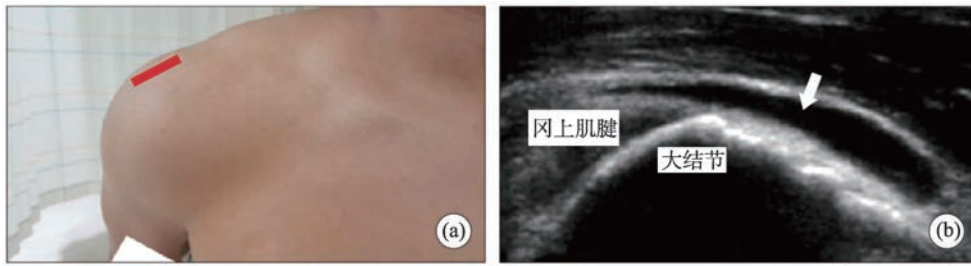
超声探测异常肩峰看到泪滴形征(a)探头位置;(b)冈上肌腱的纵向视图^[7]
